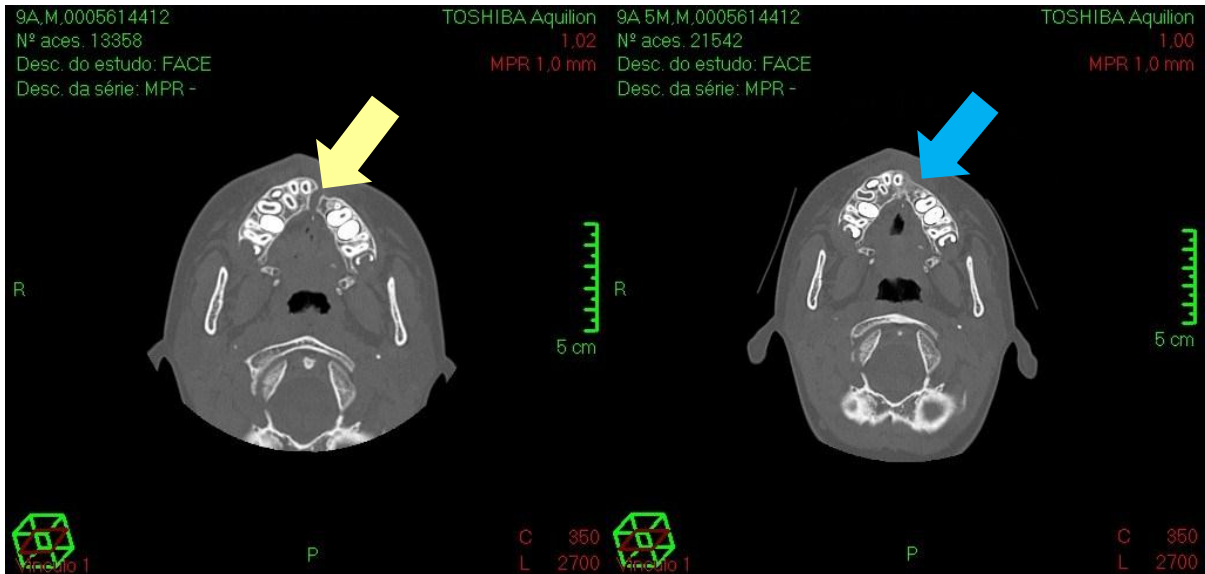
Tomografias do mesmo paciente no pré-operatório (a esquerda) e pós-operatório de seis meses (a direita) do Grupo BMP. No local indicado pela seta amarela nota-se o defeito maxilar e no local indicado pela seta azul o preenchimento ósseo quase completo do defeito.
